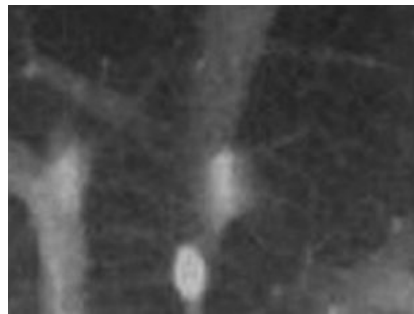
7T MRI によるマウス肝臓の造影写真（青木撮影）
